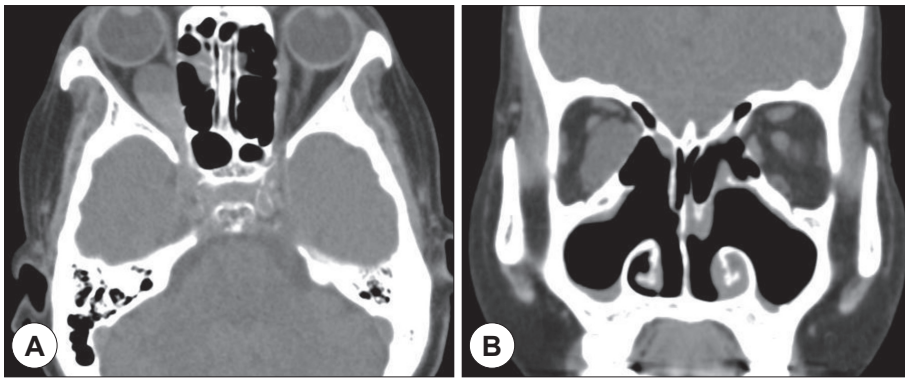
Preoperative orbit computed tomography shows abnormal fluid density in the right retrobulbar area. A : Axial view. B : Coronal view.
